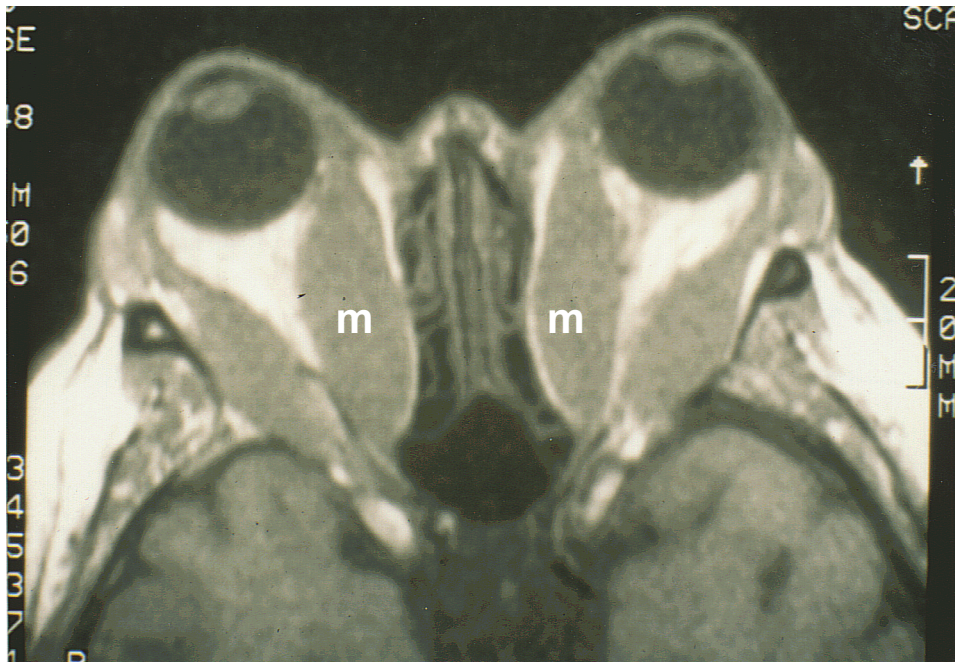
MRI der Orbitae bei endokriner Orbitopathie. Verdickung des M. rectus medialis (m) beidseits, sowie Conus-Syndrom im Apexbereich und Stretching bei massiver Protrusio bulbi.
